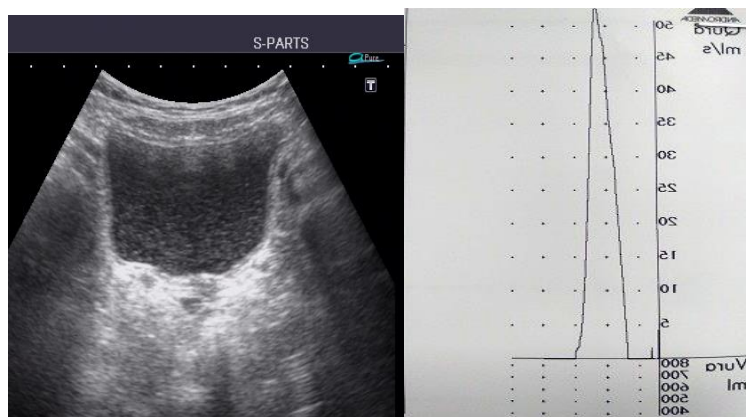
УЗИ мочевого пузыря и УФМ пациента с ГАМП
